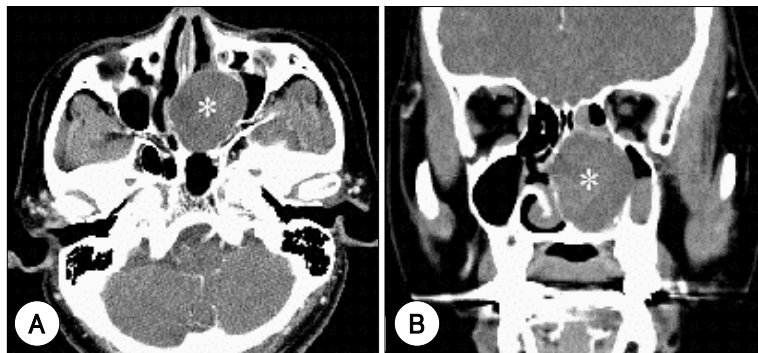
Preoperative contrast enhanced CT scan of paranasal sinuses. The mass shows heterogeneous low density with deviation of the nasal septum and the medial wall of the left maxillary sinus (A). A large left nasal cavity mass shows an expansive growth and destroys surrounding bony structure (B). * : mass.
